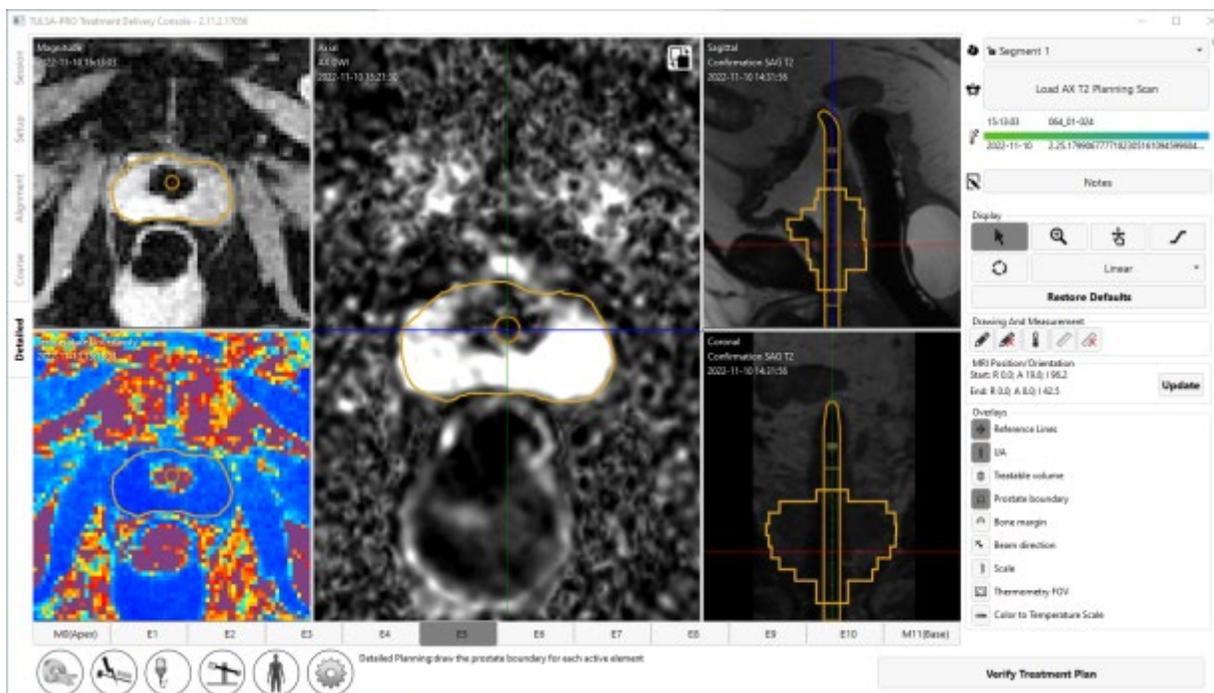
Uso de la visión mpMRI en la planificación detallada para visualizar las diferencias intraprostáticas en las propiedades del tejido en una exploración AX DWI y seleccionar el tejido destinado a la ablación.
